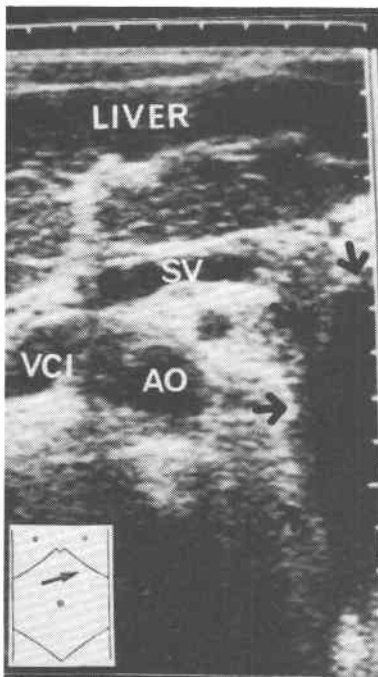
腹部超音波像。膵頭部には異常所見を認めず、膵管の拡張も認めない。
